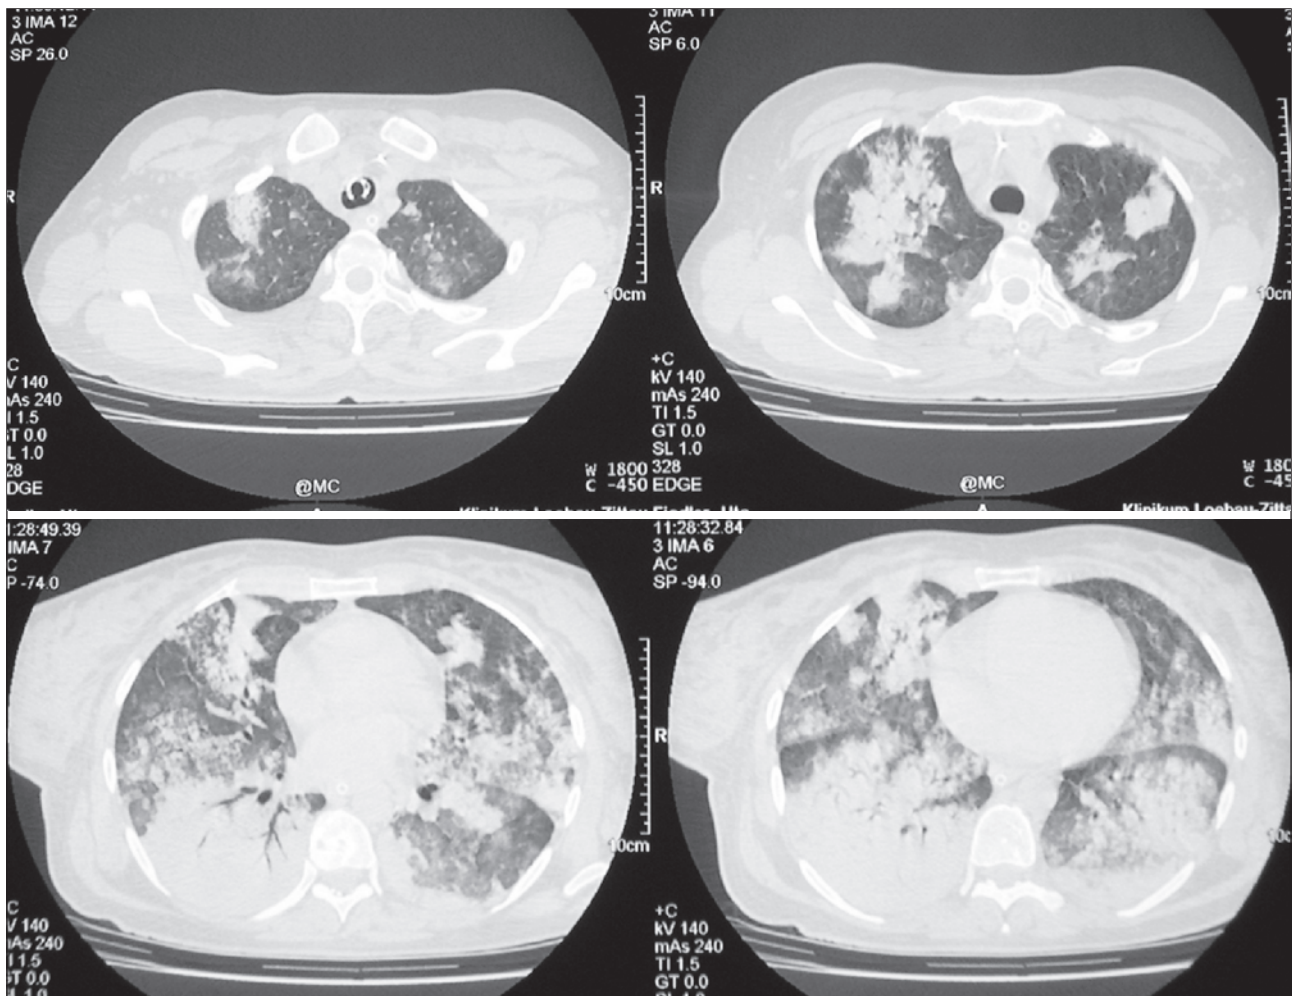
CT-Thorax am Aufnahmetag: ausgedehnte Verdichtungen und Infiltrationen in den dorsalen Unterlappenanteilen; in Höhe der Mittel- und Unterfelder zum Teil alveoläres Muster; in den Oberfeldern rechts mehr als links wieder härter noduläre Infiltrate.
